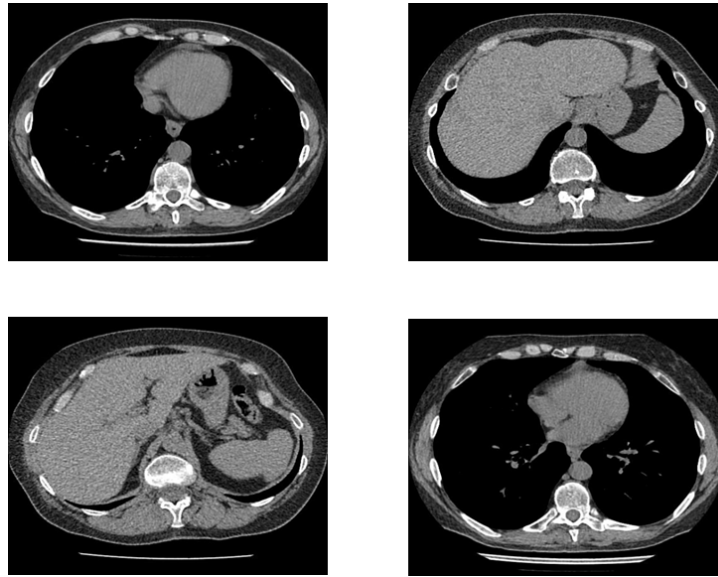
Приклад зображень з датасету CT-SARCOIDOSIS
